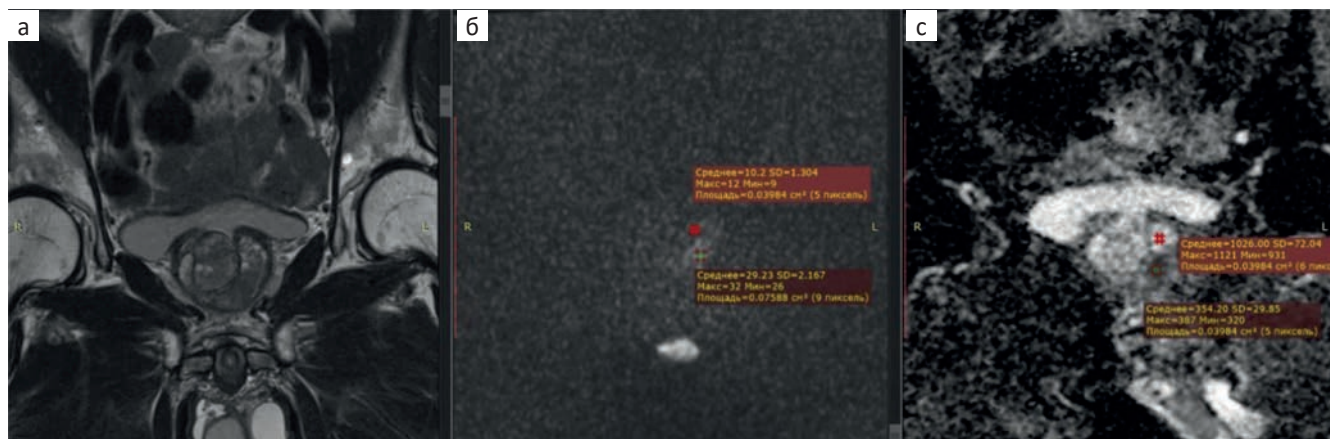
МРТ предстательной железы, очаг категории PI-RADS4 в транзитной зоне слева, верифицирован рак ПЖ Глисон 7 (3+4). а —  $T_2$  ВИ высокого разрешения в корональной плоскости. На фоне узлов гиперплазии в транзитной зоне слева в сегменте TZp визуализируется участок умеренно пониженного сигнала на  $T_2$  ВИ с размытыми контурами; б — ДВИ с высоким фактором  $b$  ( $2500 \text{ с/мм}^2$ ). Значения интенсивности сигнала в участке повышенного сигнала ( $b_1 = 29$  а.у.) и в наименее измененной ткани транзитной зоны ( $b_2 = 10$  а.у.),  $b_1/b_2 = 2,9$  а.у.; в — ИКД-карта. Значение интенсивности сигнала в участке пониженного сигнала ( $ИКД_1 = 354 \times 10^{-6} \text{ мм}^2/\text{с}$ ) и в наименее измененной ткани транзитной зоны ( $ИКД_2 = 1026 \times 10^{-6} \text{ мм}^2/\text{с}$ ),  $ИКД_2/ИКД_1 = 2,9$  а.у.
